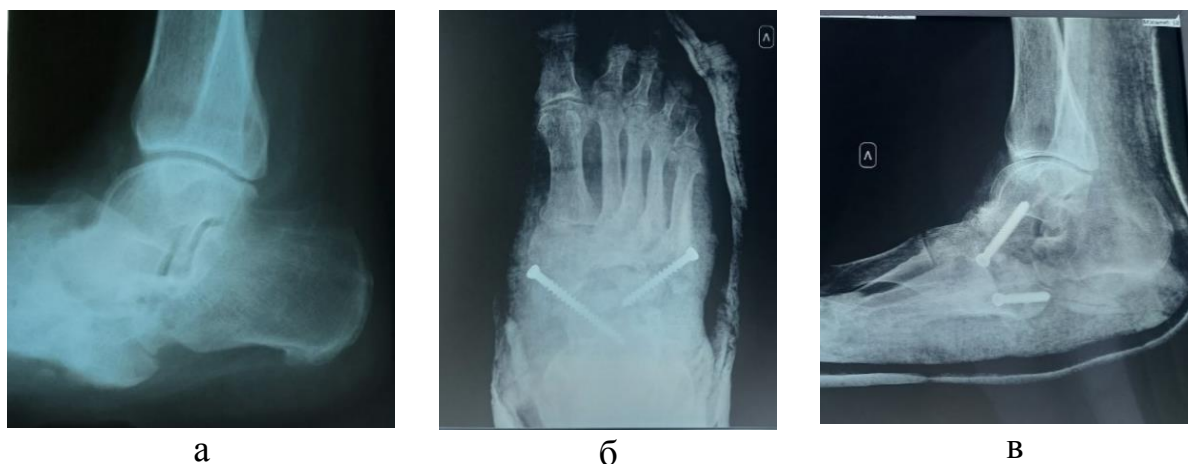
Рентгенограмма стопы: а – левой стопы до ортопедической коррекции, б, в – после проведения ортопедической коррекции, фиксация винтами
